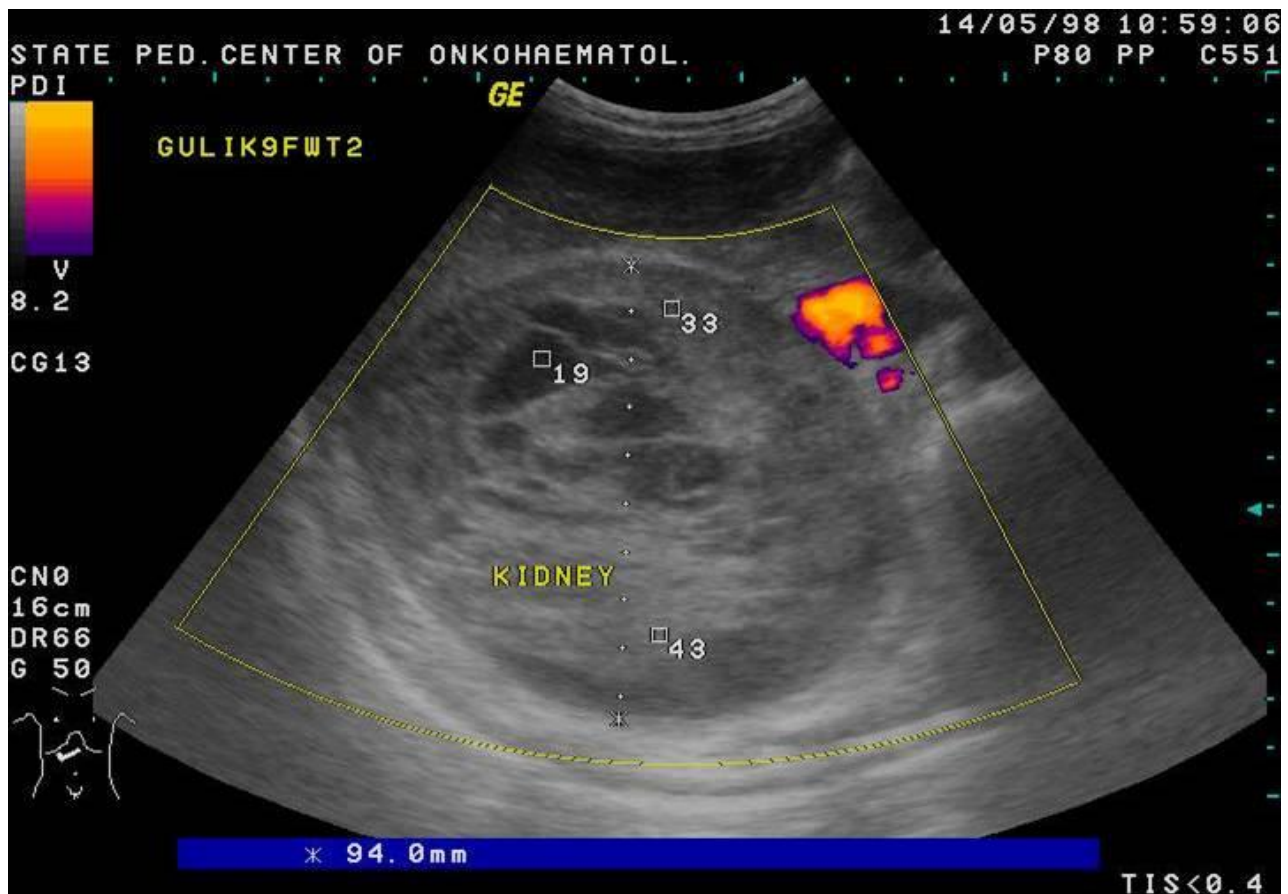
УЗИ картина при опухоли Вильмса.
